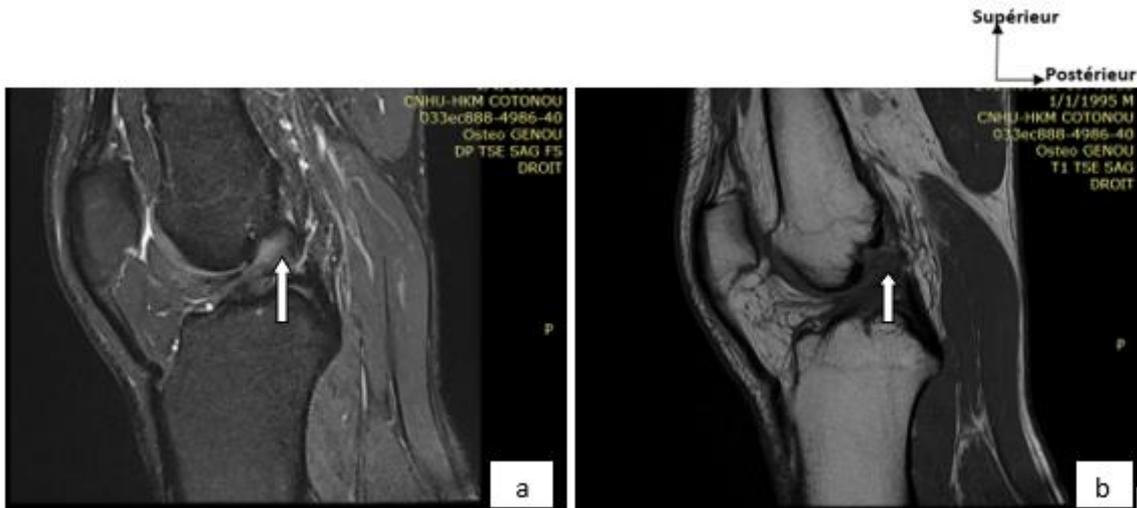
IRM du genou droit chez un sujet de 28 ans en coupes sagittales DP Fat sat (a) et T1 SE (b) objectivant une rupture du LCA (flèche blanche)
